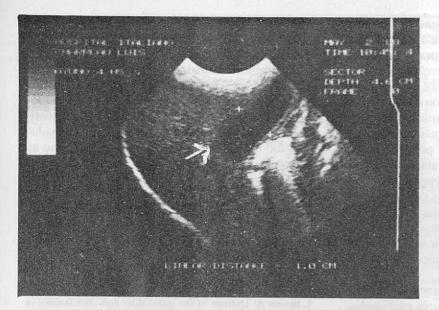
Corte longitudinal de la vesícula biliar en ayunas. (Ecografía de control previa al alta).
